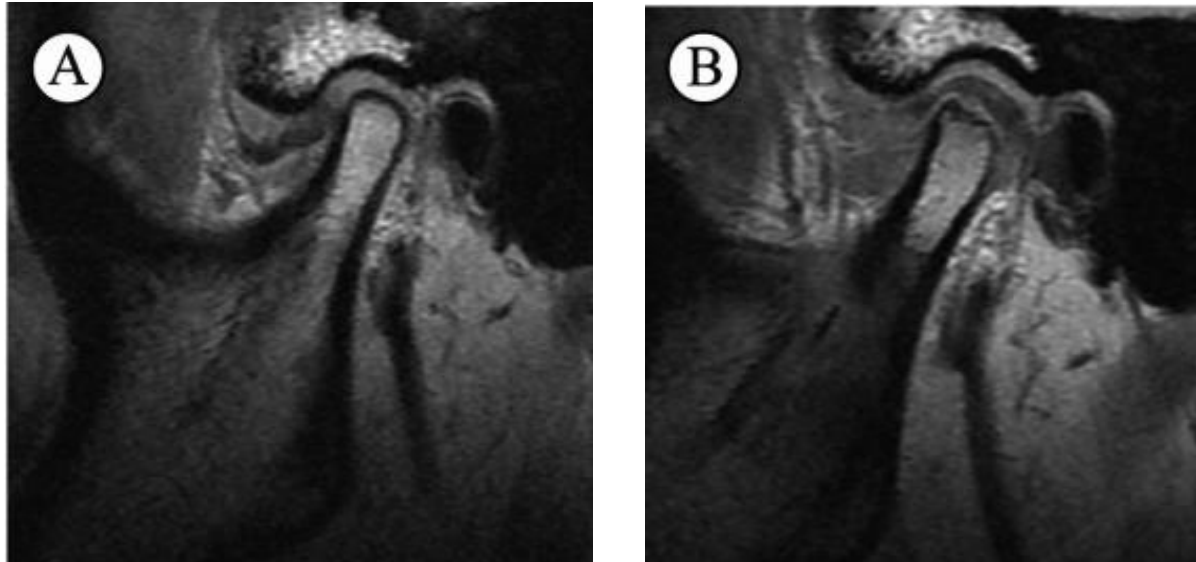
Resonancia nuclear magnética de la atm, en la imagen A podemos ver el disco articular desplazado hacia anterior. En la imagen B podemos ver el disco en su correcta posición en la cavidad glenoidea(Hu et al., 2017)
